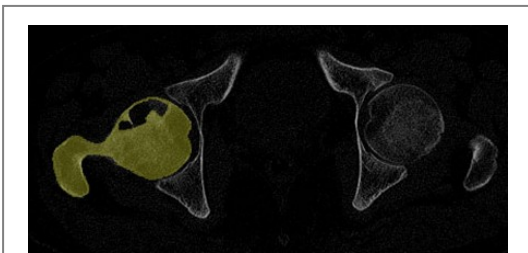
Accurate selection of cortical bone, cancellous bone and cystic changes area contour line according to different CT values
